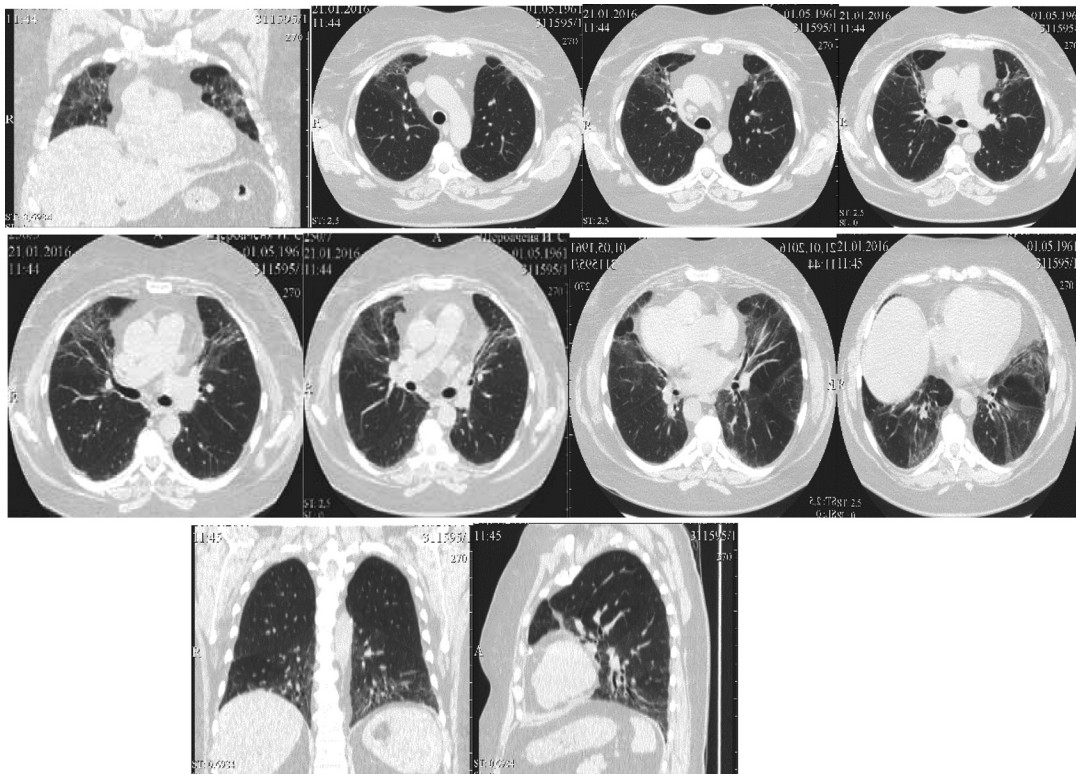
КТ ОГК пациентки Щ.
